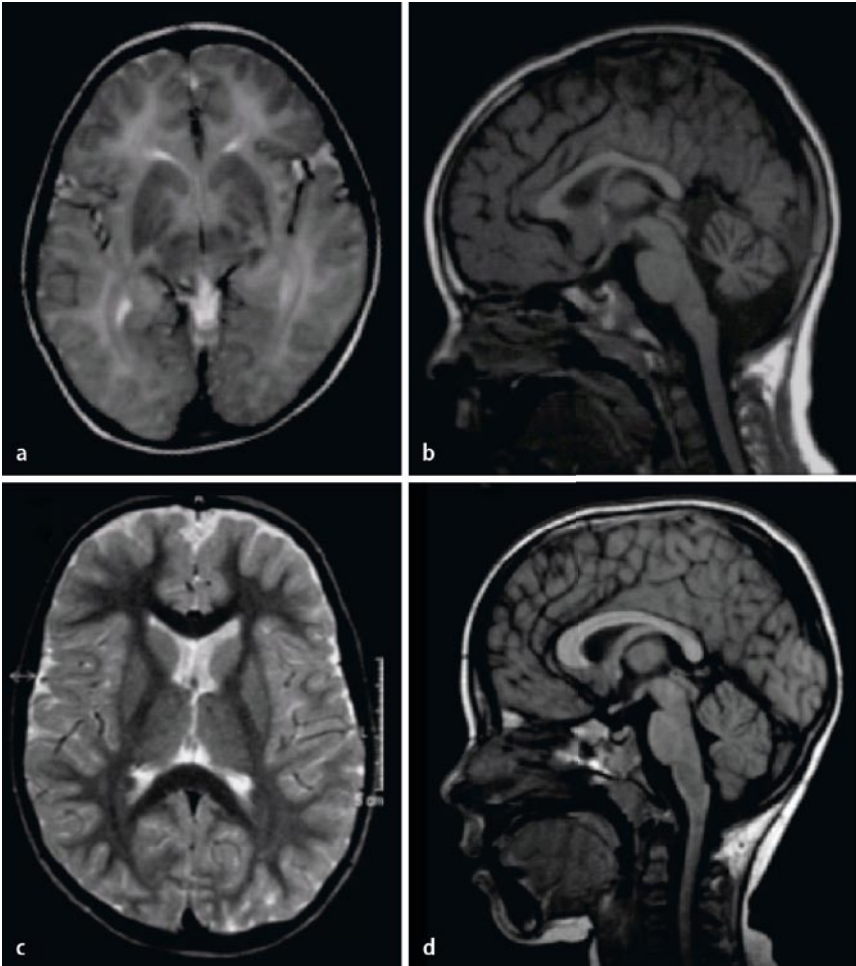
▲ Axiales T2-gewichtetes MRT-Bild eines Patienten mit ADDH (a) im Alter von 3.7 Jahren sowie einer gesunden, gleichaltrigen Kontrolle (c): Die noch nicht myelinisierte weiße Substanz hat ein pathologisch hohes Signal (a). Sagittales T1-gewichtetes MRT-Bild des Patienten (b) und der Kontrolle (d): gut sichtbare Kleinhirnatrophie (b)
